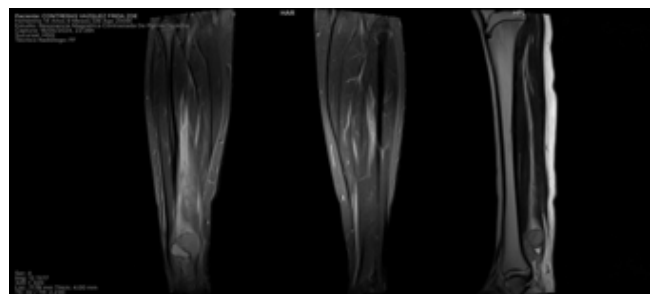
RM en T1 (corte coronal) de ambas piernas y T2 (corte sagital) de pierna derecha.
